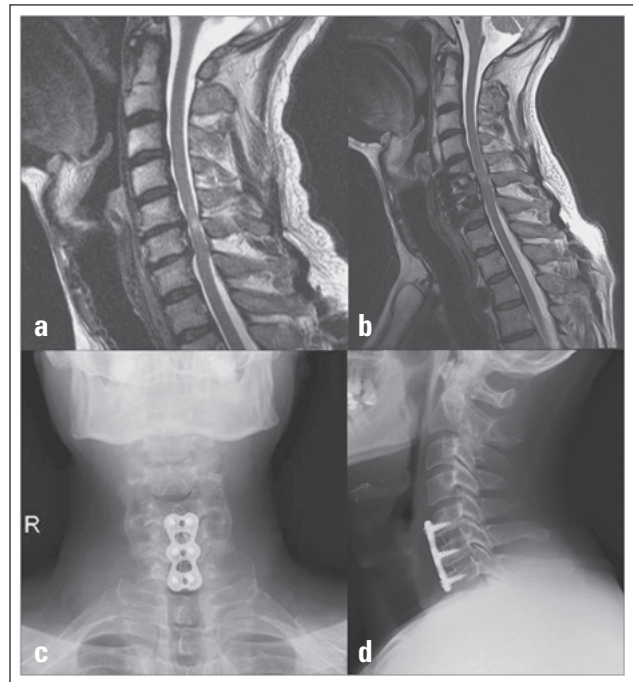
(a) Präoperatives HWS-MRT, sagittal in T2-Gewichtung: Bandscheibenvorfall und Retrospondylose C5/C6 und C6/C7 mit konsekutiver Myelopathie und absoluter Wirbelkanalstenose. (b) Postoperatives HWS-MRT, sagittal in T2-Gewichtung: nach „Anterior Cervical Discectomy and Fusion with Instrumentation“ (ACDFI) mit ventraler winkelstabiler Platte und 2 PEEK- (Polyetheretherketon-) Cages auf Höhe C5/C6 und C6/C7. (c) Postoperatives HWS-Röntgen anterior/posterior: Mit ventraler Platte und 2 PEEK-Cages. (d) Postoperatives seitliches HWS-Röntgen.
